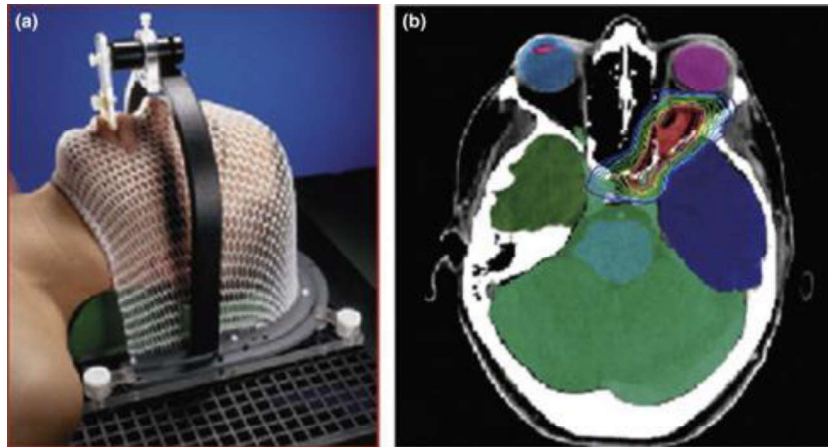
a) Paciente inmovilizado mediante un sistema de máscara termoplástica. b) CT de simulación con el PTV y los OARs contorneados. Las líneas de colores representan las dosis previstas del tratamiento (International Encyclopedia of Public Health | ScienceDirect 2017)
